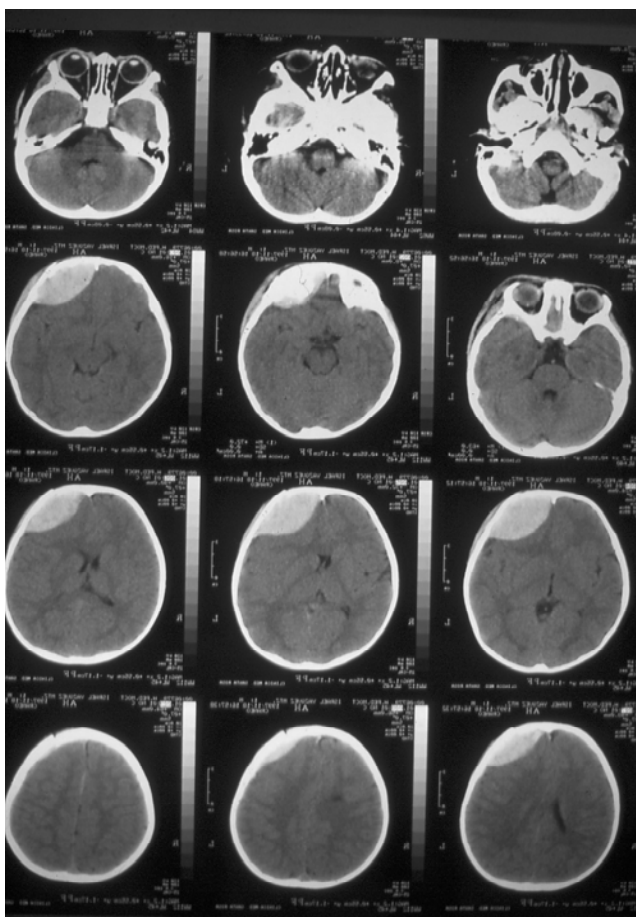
Tomografía axial que revela desplazamiento encefálico por la presencia de una hemorragia extradural.
